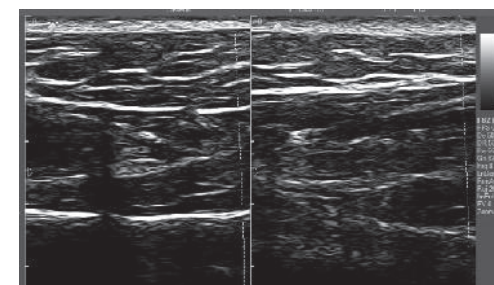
La imagen de la derecha se corresponde con una ecografía del tríceps de un paciente con un edema muscular; se observa una desestructuración de las fibras musculares, pérdida de señal y aumento del grosor, comparado con la imagen de la izquierda que se corresponde con el tríceps contralateral del mismo paciente.
